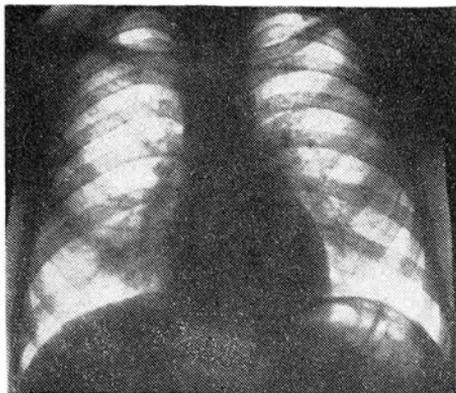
Рентгенограмма грудной клетки в прямой проекции при «синдроме средней доли».
